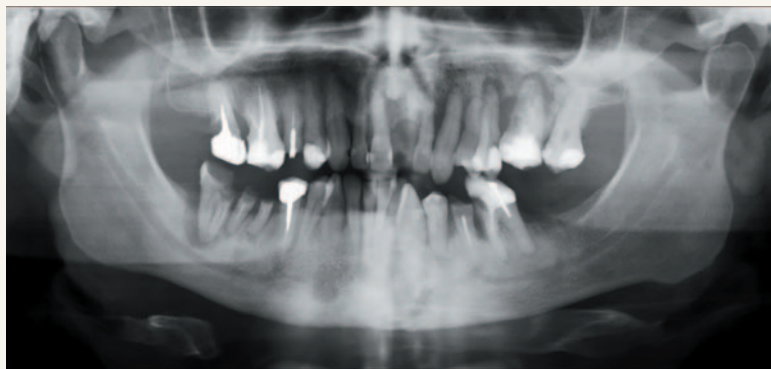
Ортопантомография (ОПТГ) пациента с манифестной анатомией, демонстрирующей право- и левосторонние дуги и окружности нижней челюсти.
